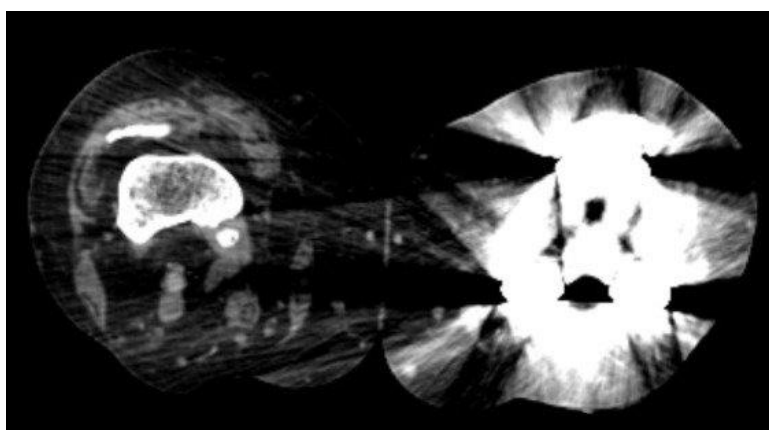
Artefacto na imagem de TC [41].
